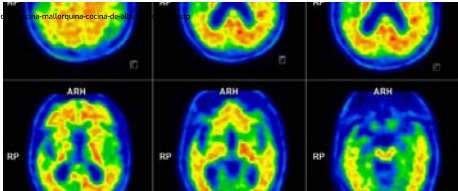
Imagen obtenida gracias al PET TAC cerebral con beta amiloide
